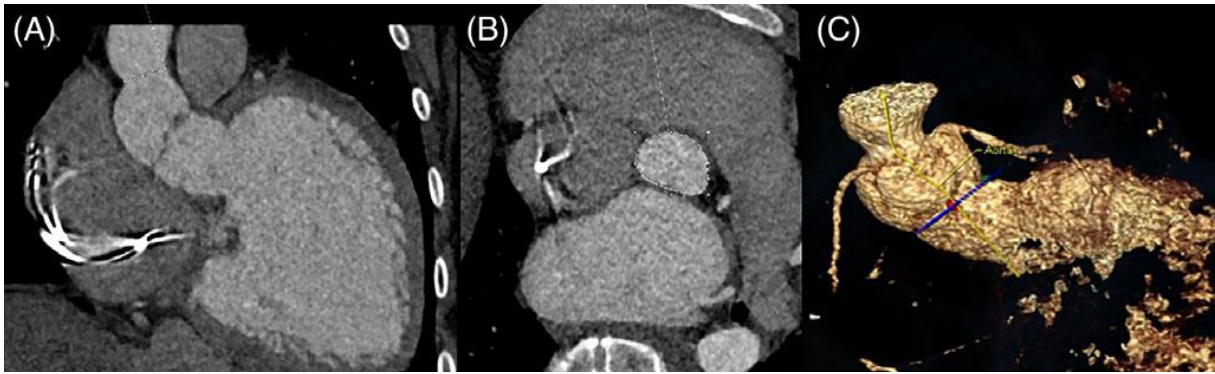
CT-Darstellung (A, B) und 3D-Rekonstruktion (C) des LVOT vor Klappenimplantation (typ. „gooseneck“ Deformation bzw. Elongation des LVOT bei zu Grunde liegendem AVSD).
